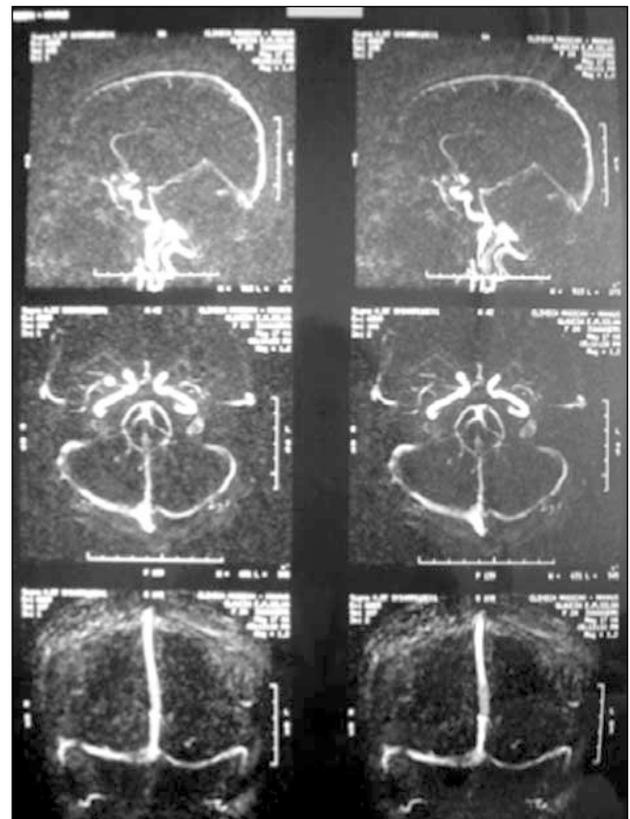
Angioressonância de crânio.
